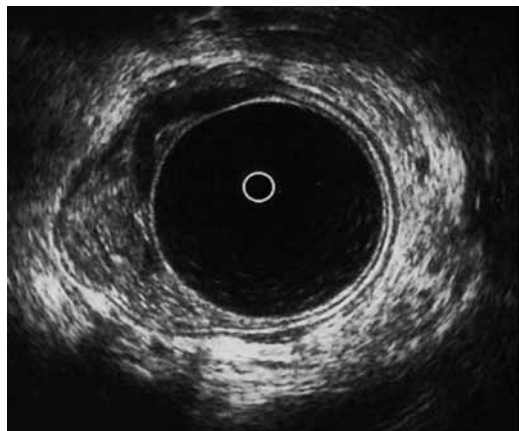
Ecografía endorrectal: neoplasia de recto en cara posterolateral derecha que invade la capa mucosa y submucosa (T1N0).
